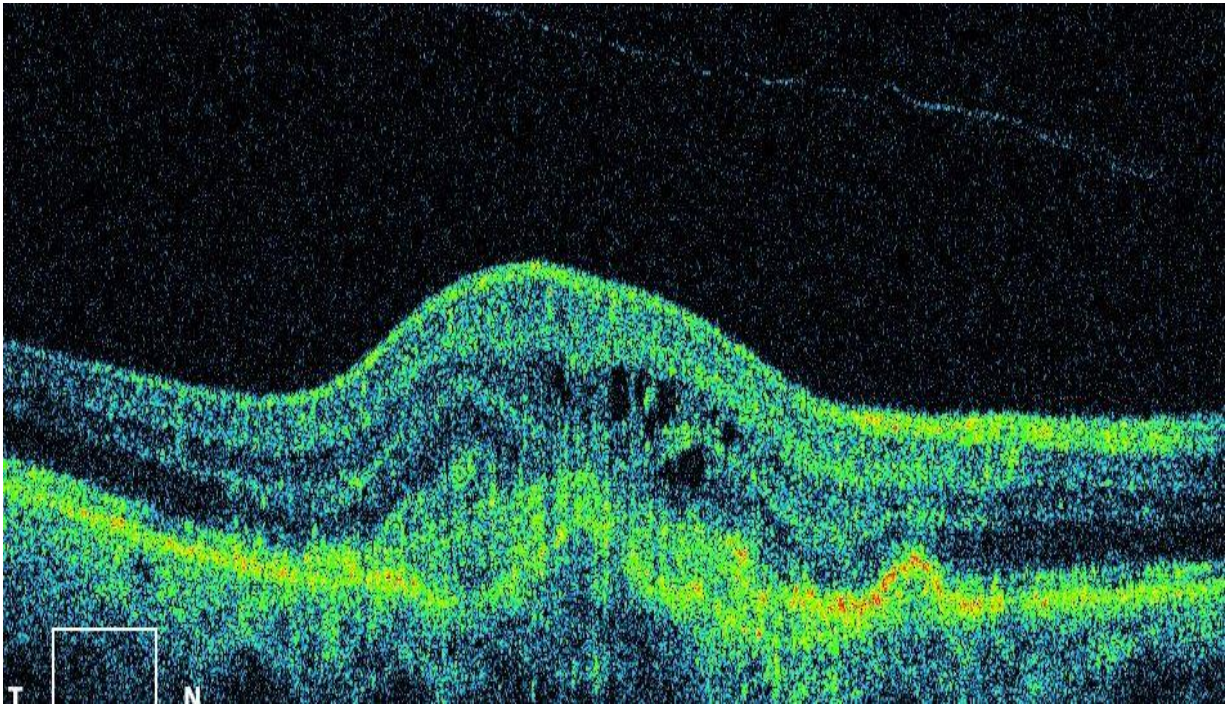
Examenul tomografiei în coerență optică arată edemul macular cistoid, creșterea grosimii foveei, multiple chisturi de diferite dimensiuni.
